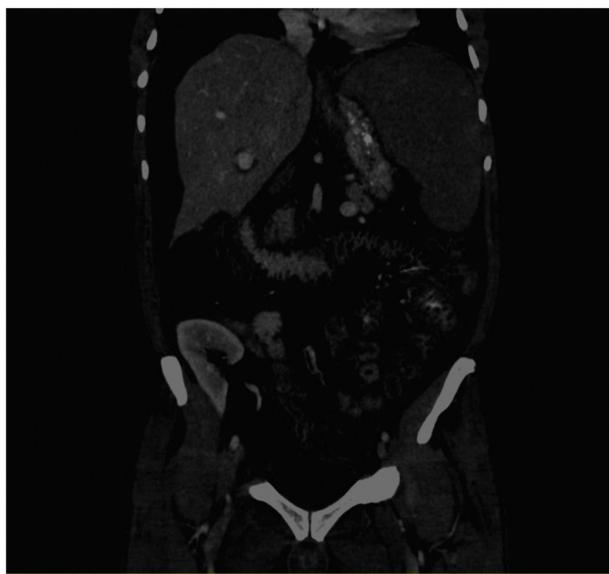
Tomografía computarizada abdominal que muestra gran esplenomegalia, edema de pared de asas intestinales y ascitis.
